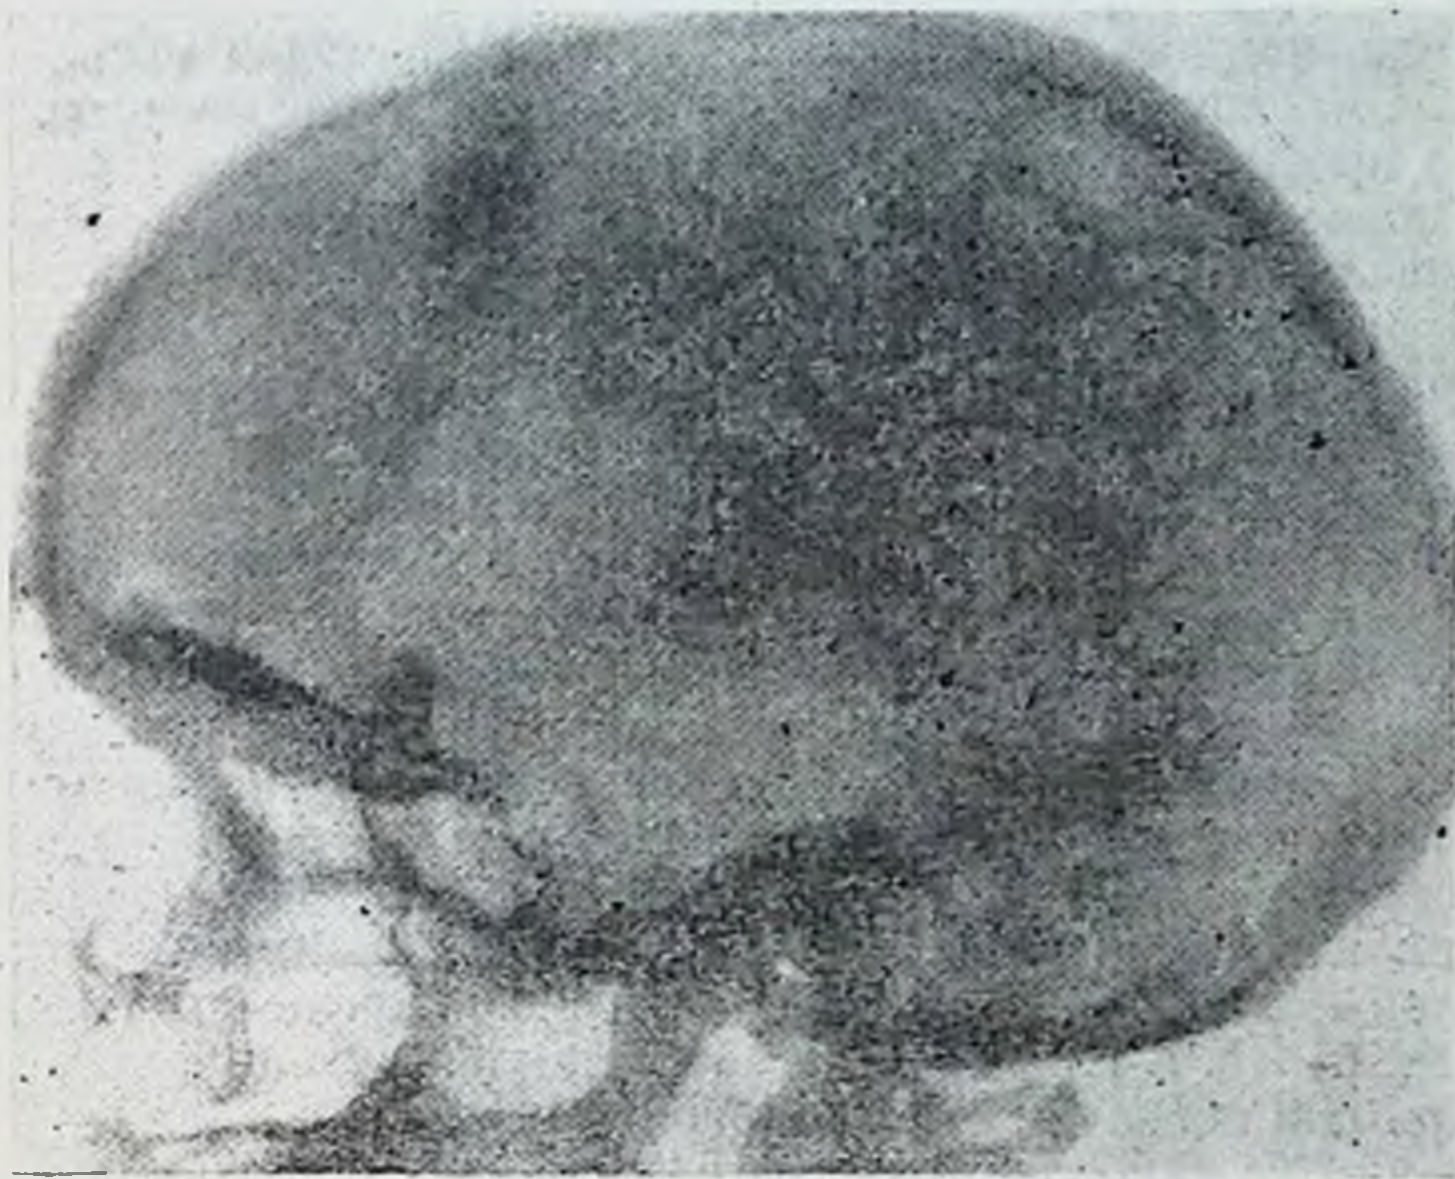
Миеломная болезнь. Рентгенограмма черепа: крупные множественные очаги деструкции в костях свода.
